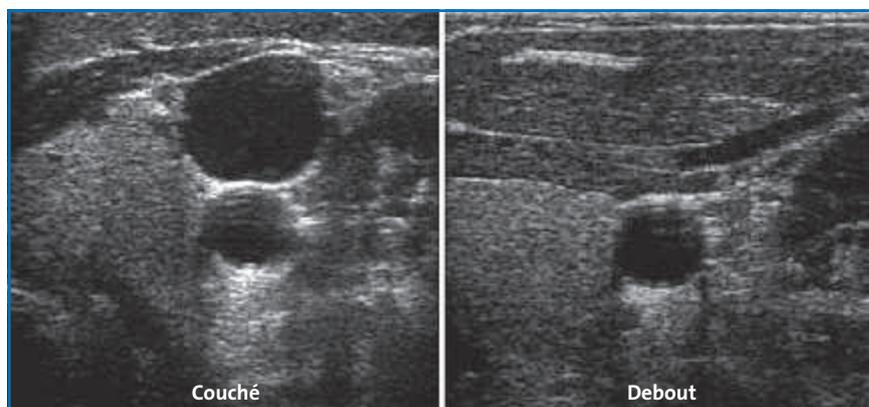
Images échographiques de la jugulaire (au-dessus) et de la carotide (en-dessous) droite de l'auteur (coupe transversale) en position couchée (à gauche) et debout (à droite) illustrant l'influence de la pression hydrostatique. Dans cette dernière position, la pression hydrostatique négative au-dessus du point de référence (le cœur) collabé la jugulaire.
